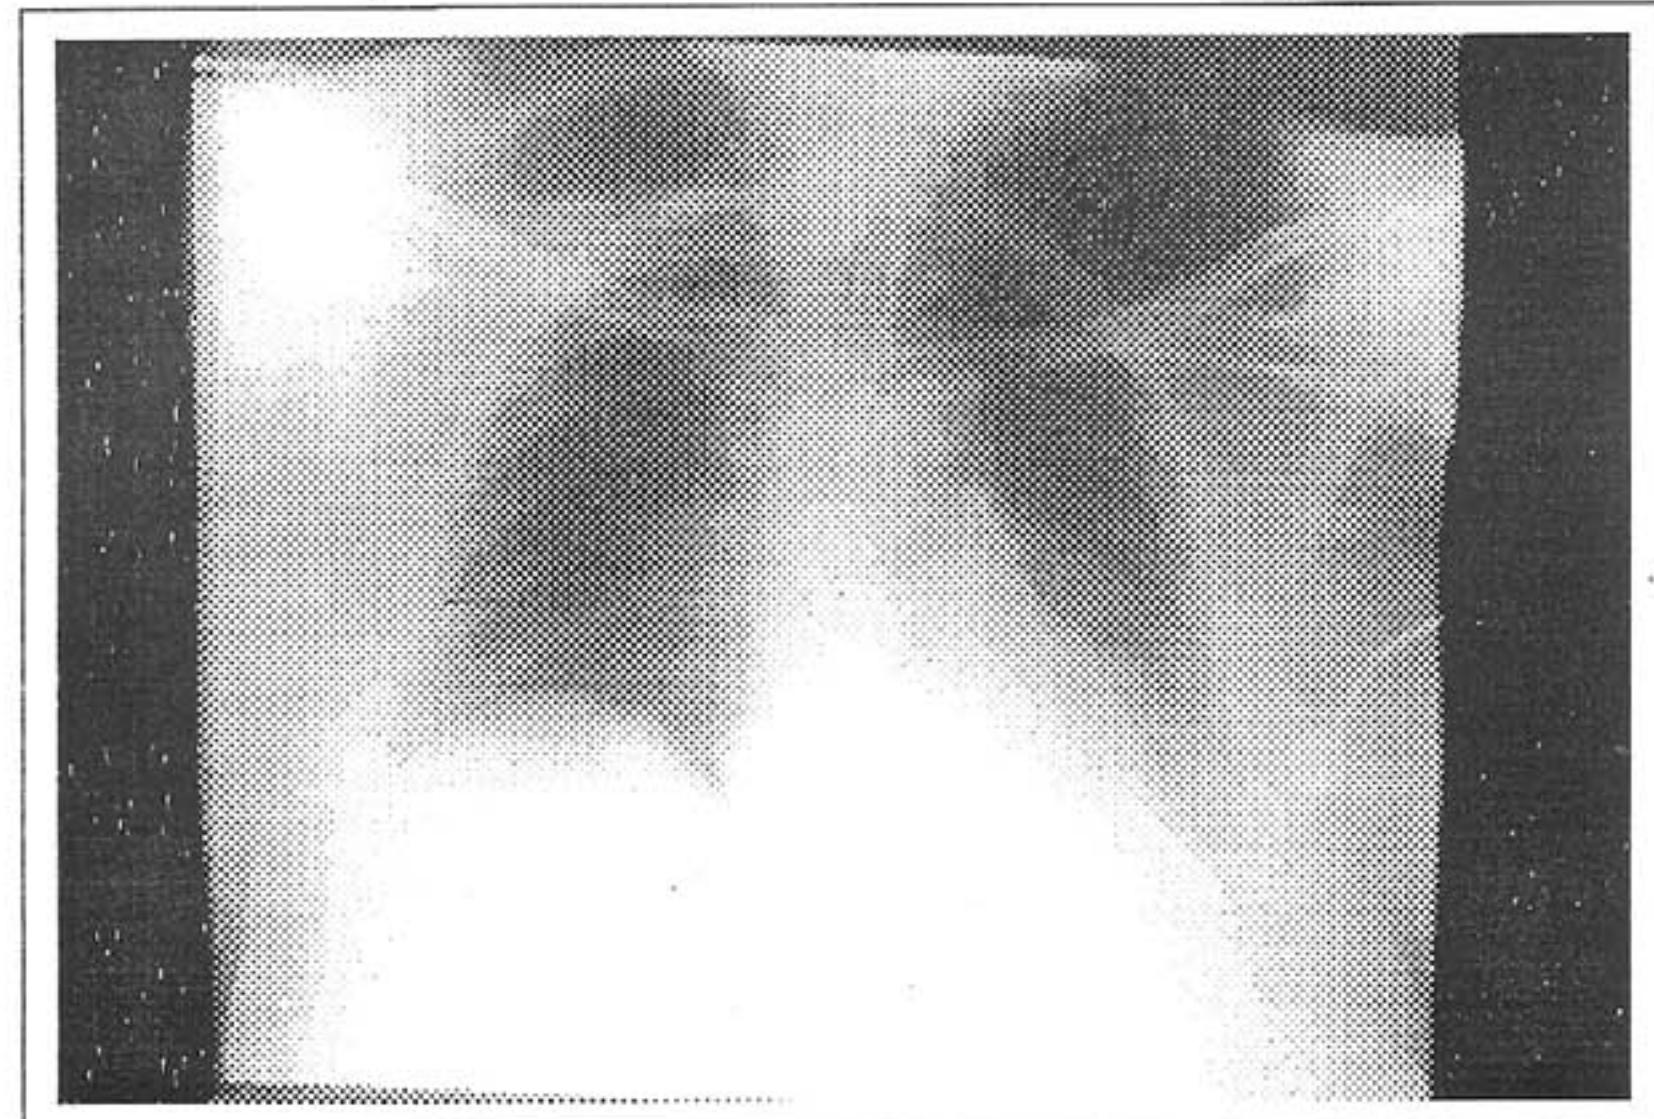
Radiografia de tórax normal em paciente com lupus eritematoso sistêmico
